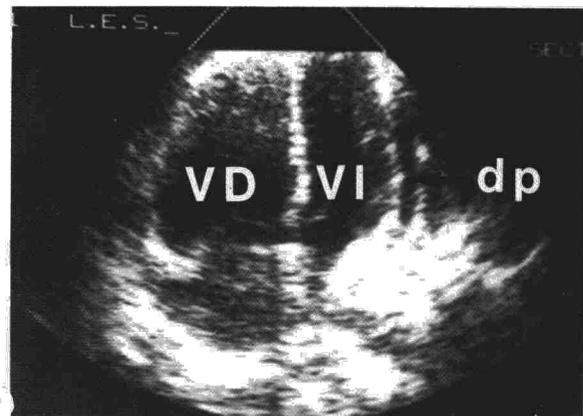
Ecocardiograma bidimensional en posición 4-cámaras en el que se aprecia con claridad la marcada dilatación del ventrículo derecho con respecto al izquierdo así como un derrame pericárdico en cantidad moderada.
